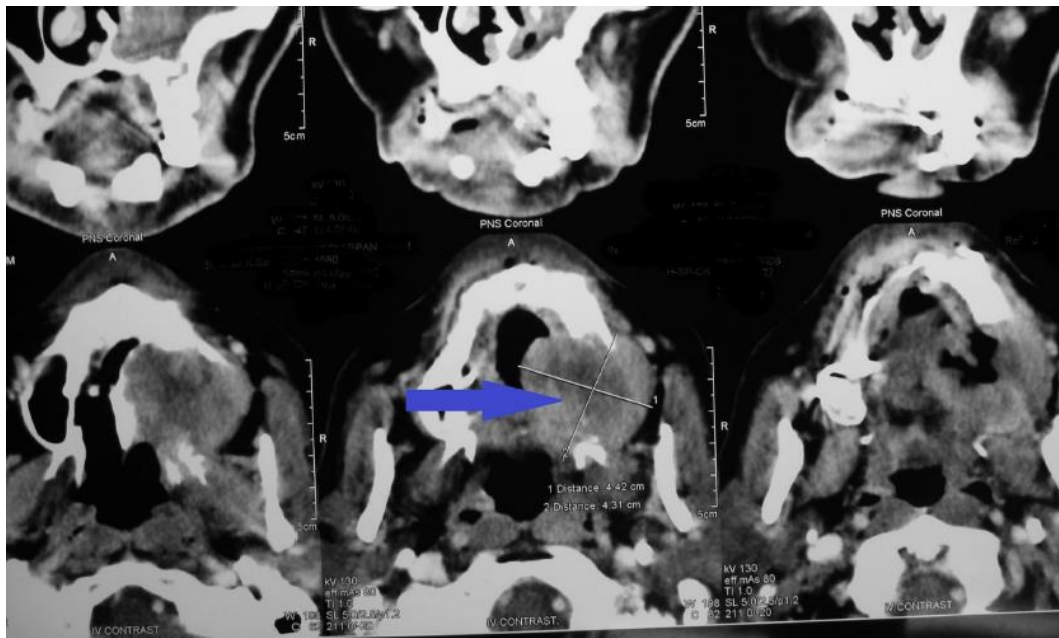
TC Carcinoma del seno maxilar, se observa destrucción del paladar y del seno maxilar izquierdo.²⁷
